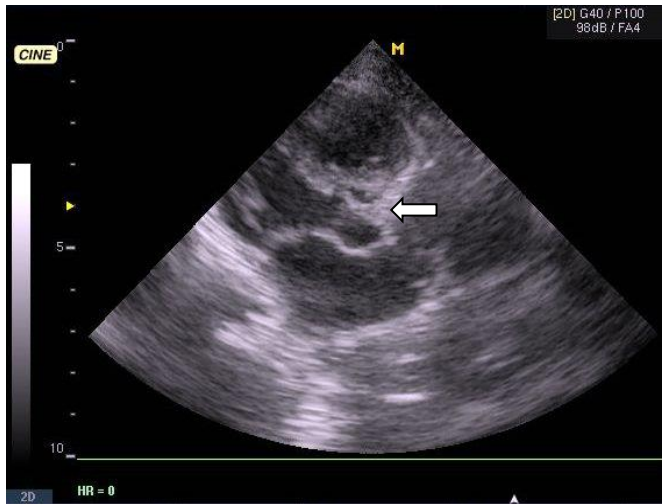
Эхокардиограмма (апикальная позиция). Аортальный стеноз: фиброз и утолщение правой коронарной створки (стрелка)
